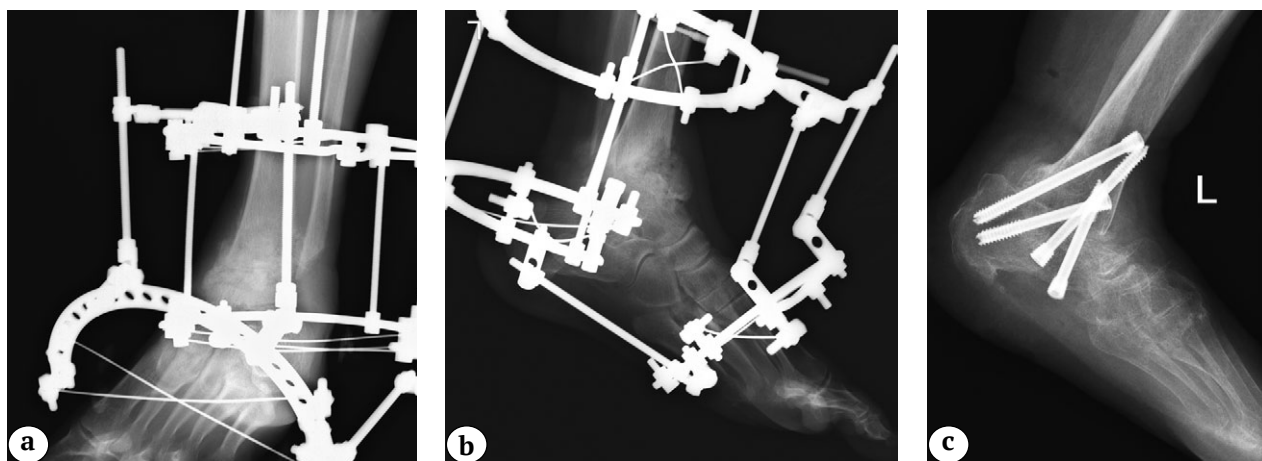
X-rays after ankle arthrodesis using external fixation in the AP (a) and lateral (b) views; tibio calcaneal arthrodesis with internal fixation in the lateral view (c)
